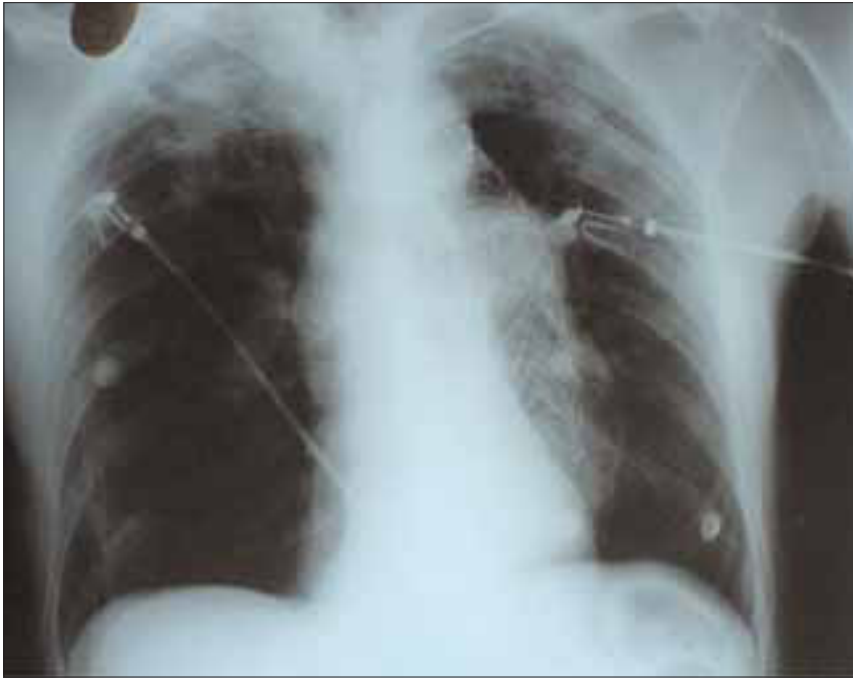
Control de la situación de una endoprótesis en una radiografía simple de tórax.
